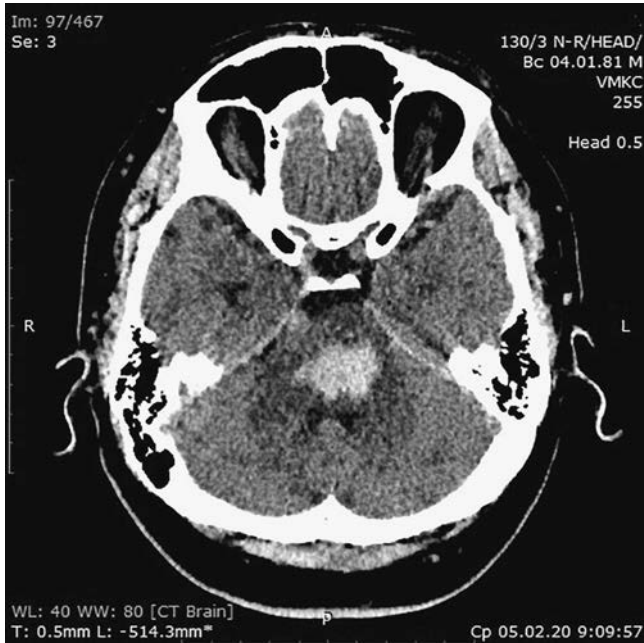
СКТ головного мозку хворого К. при надходженні (1-а доба)
